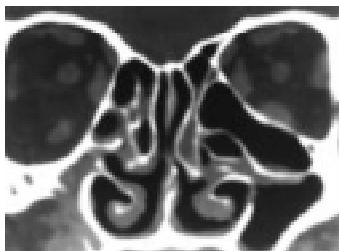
La tomografía computarizada en el plano coronal muestra una célula de Haller voluminosa, estenosando el infundíbulo etmoidal izquierdo.
